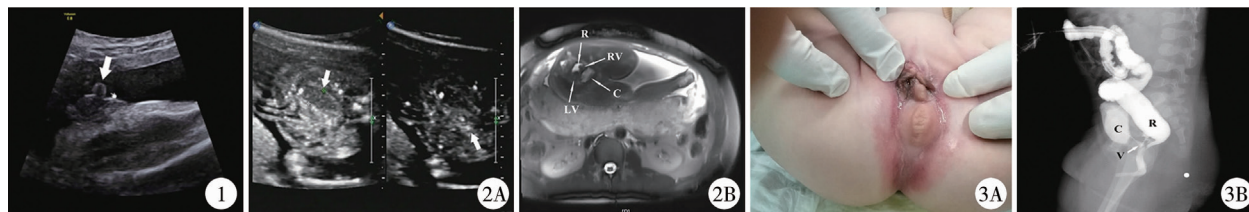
病例1 胎龄33⁺⁶周产前超声图 注 箭头所示为胎儿花瓣样外生殖器局部 图2 病例1 产前影像学资料 注 A: 胎龄21 周产前超声,左箭头所示扩张的肠管,右箭头所示肠管内高回声影; B:胎龄35⁺¹周产前磁共振 T2 序列水平截面图 R 为直肠,RV 为右侧阴道,LV 为左侧阴道,C 为膀胱 图3 病例1 新生儿期评估资料 注 A:患儿外生殖器外观; B:共同管造影图像,R 为直肠,C 为膀胱,V 为阴道
